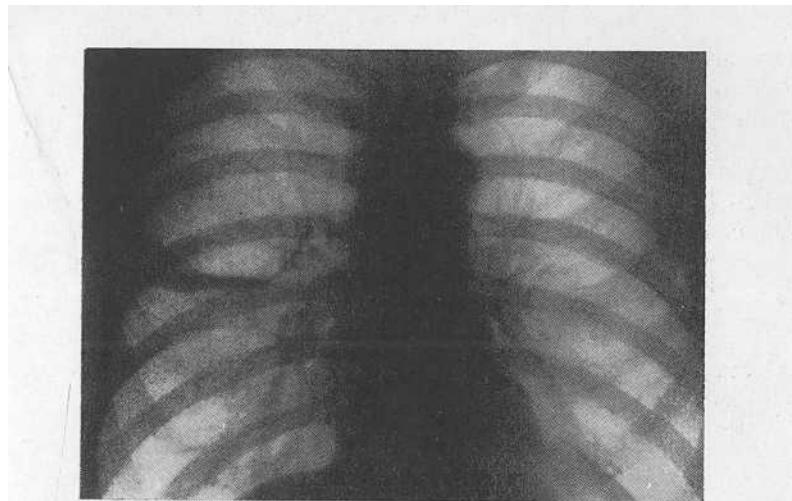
Рентгенограмма больного К. В основании верхней доли правого легкого имеется тонкостенная полость размером 7×8 см с небольшим количеством жидкости на дне.
